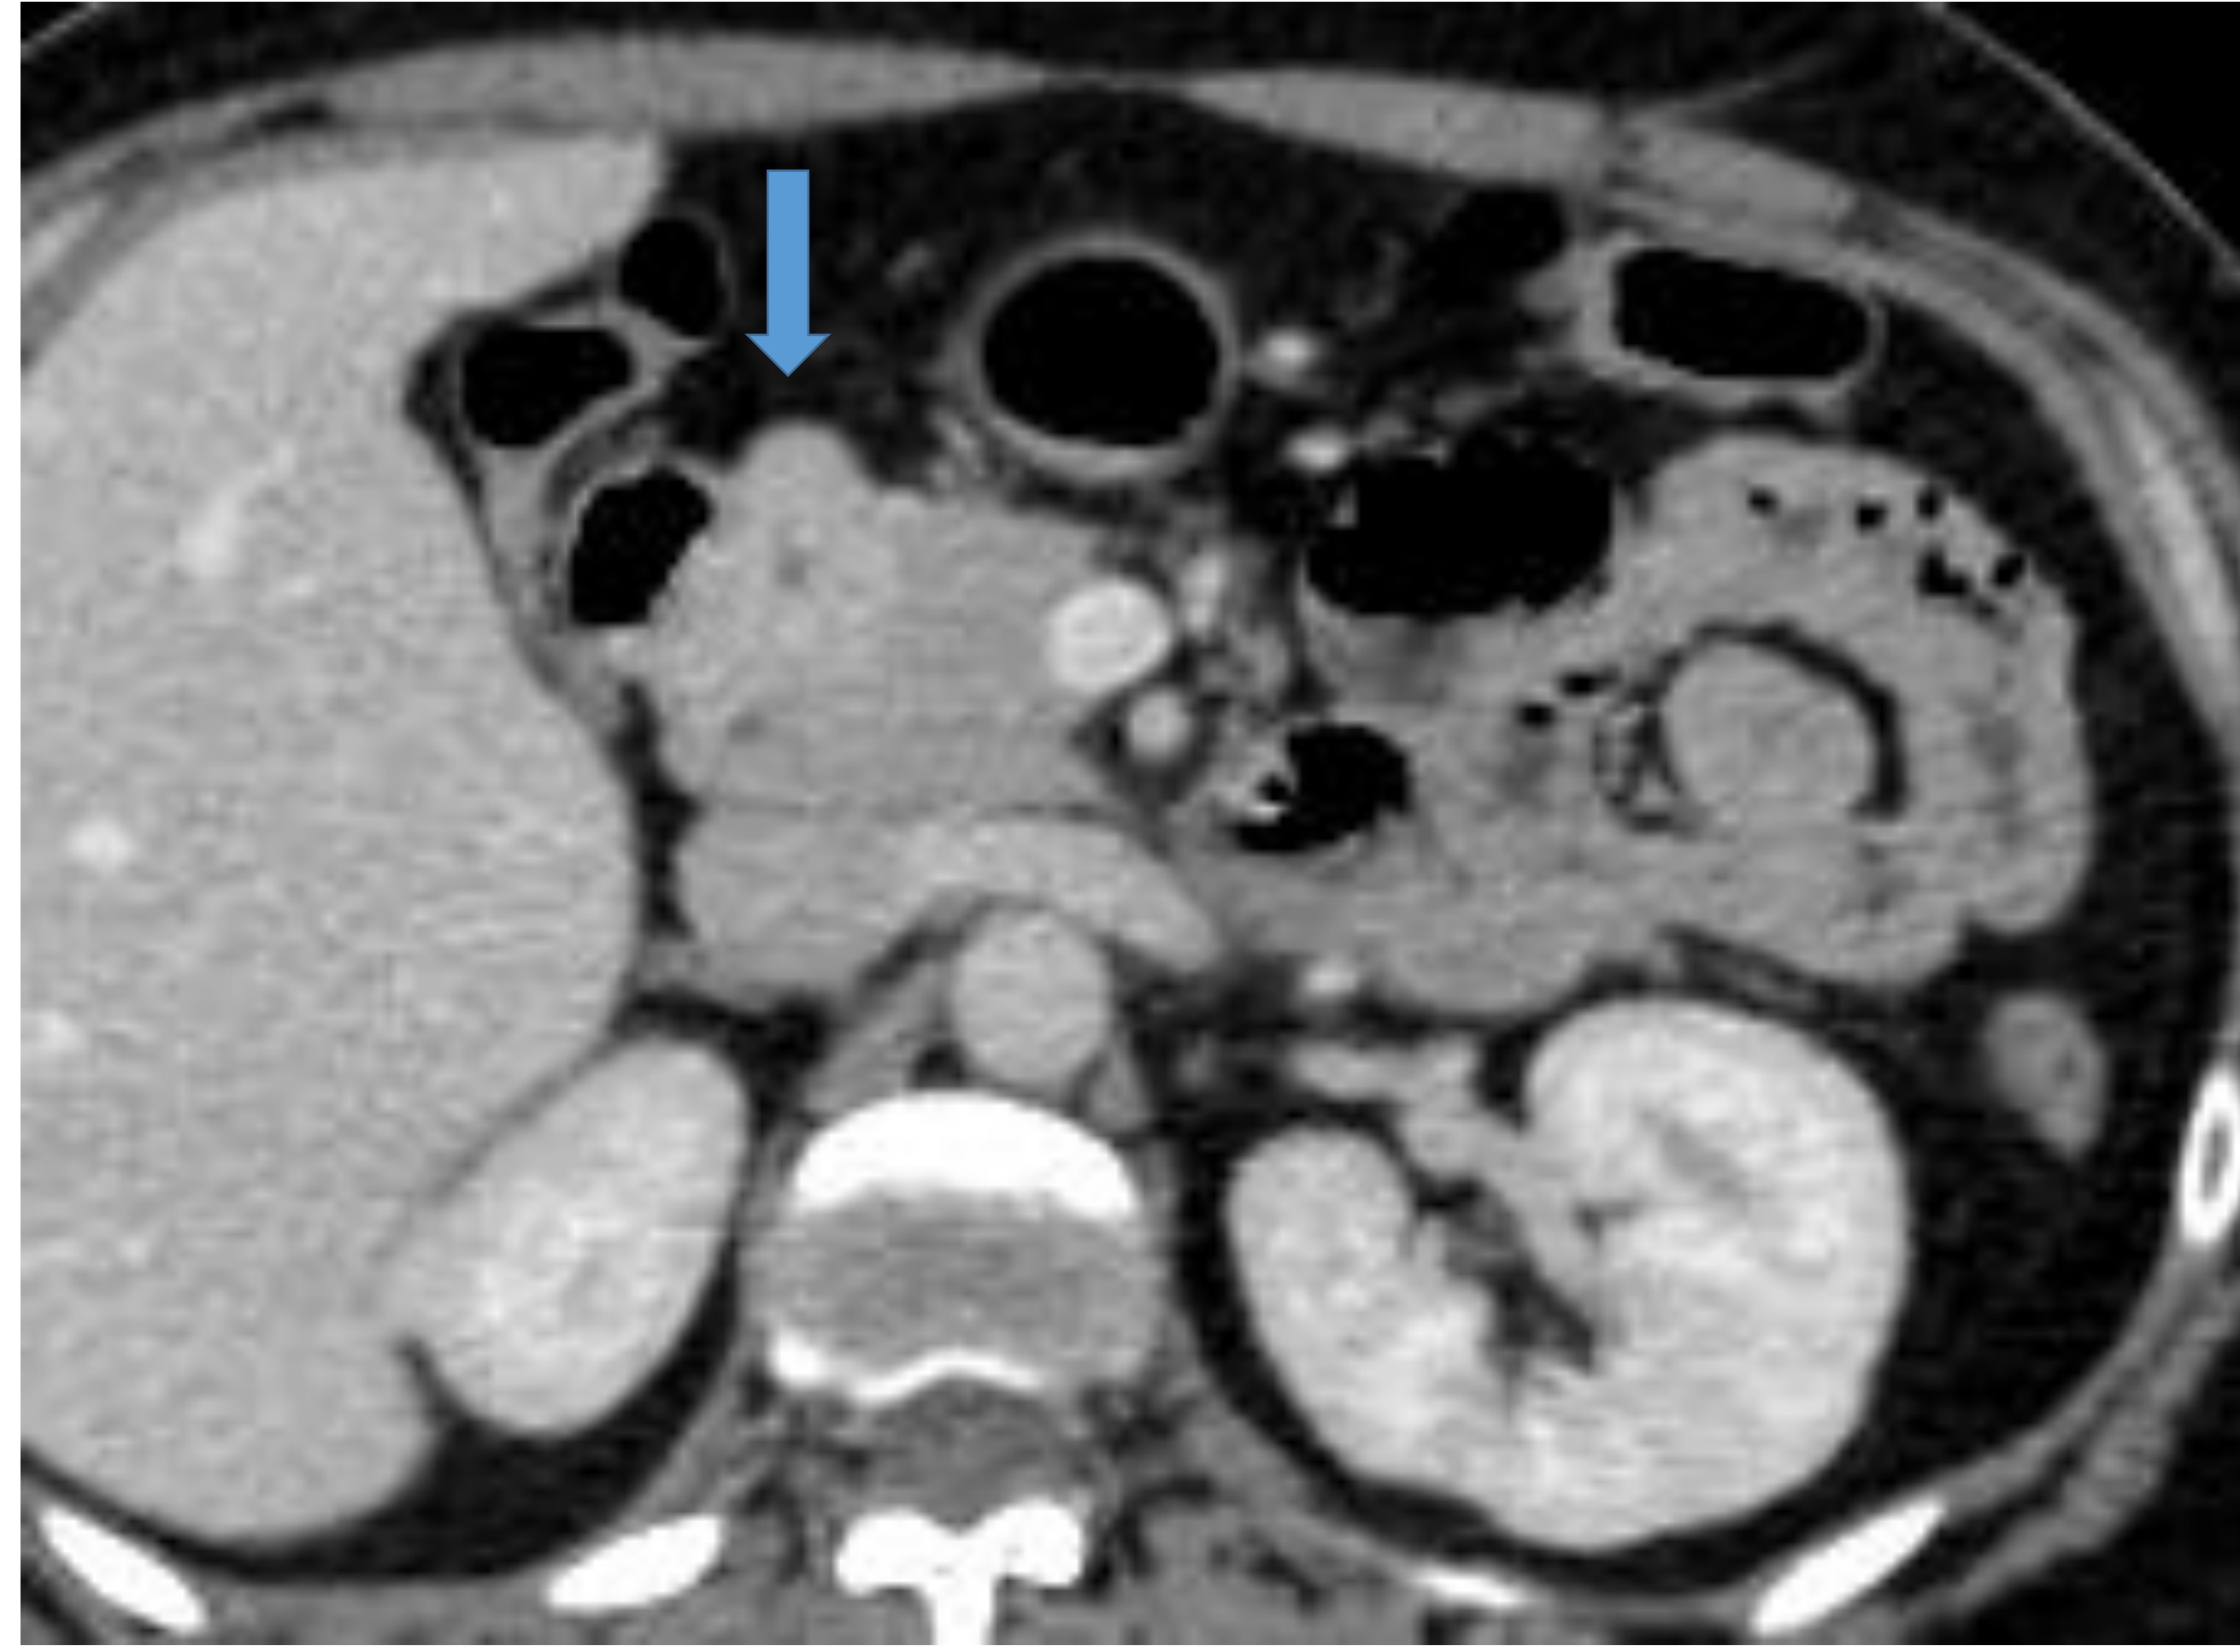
TC bifásico: lesión de 3.5 cm en cabeza de páncreas (flecha), mayor captación en fase portal que en arterial.
